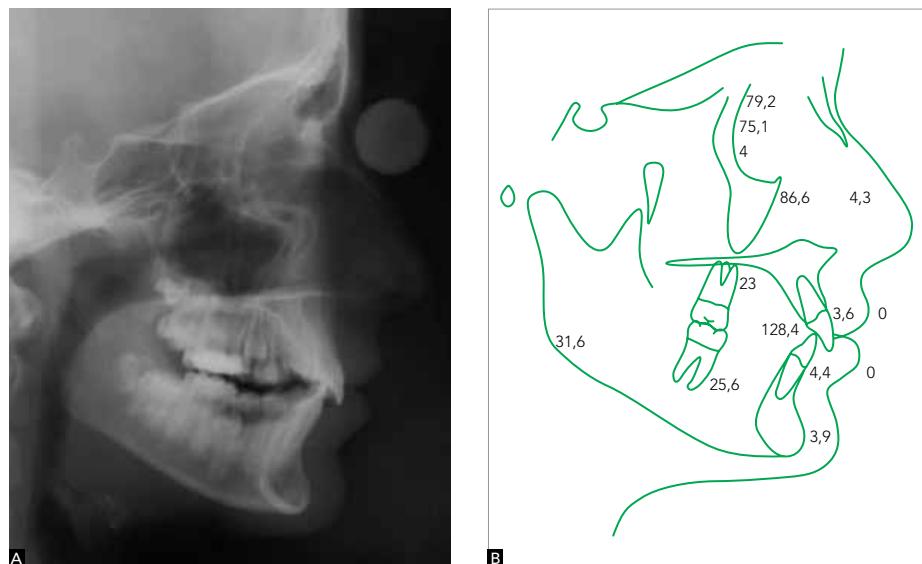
Teleradiografia cefalométrica lateral de acompanhamento.
